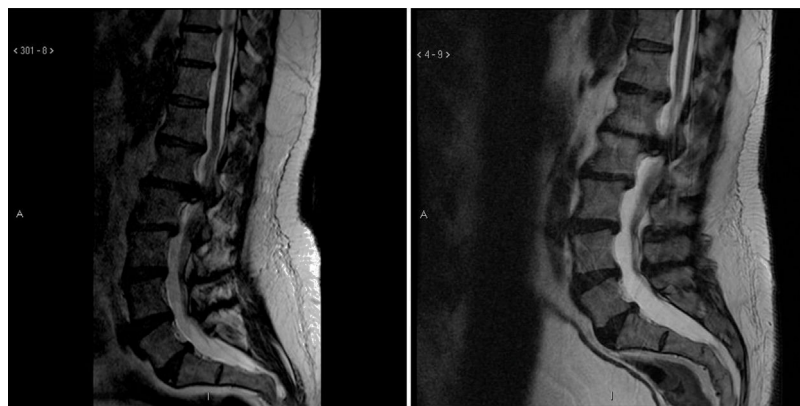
Secció sagital de RM de 2011 (esquerra) i 2015 (dreta) amb evidència d'una gran hèrnia discal en L1-L2 causant d'una compressió significativa del sac dural i del con medul·lar.
